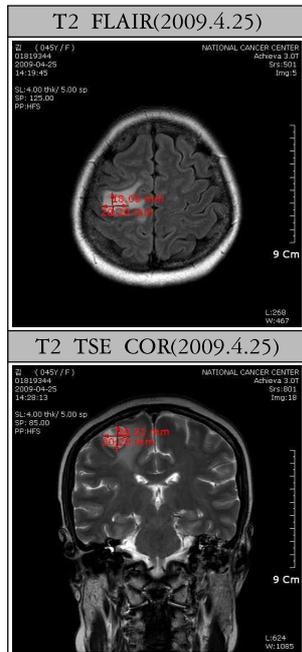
Brain MRI : The size of right parietal tumor is 2.0cm \times 1.8cm \times 2.0cm. Cancer has spread to the cerebral hemisphere and left cerebellum.
